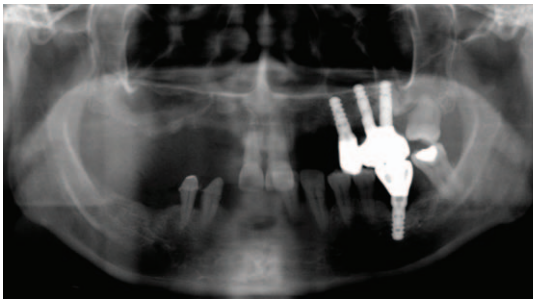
Post-operative panoramic radiograph showing the fixtures removed.
